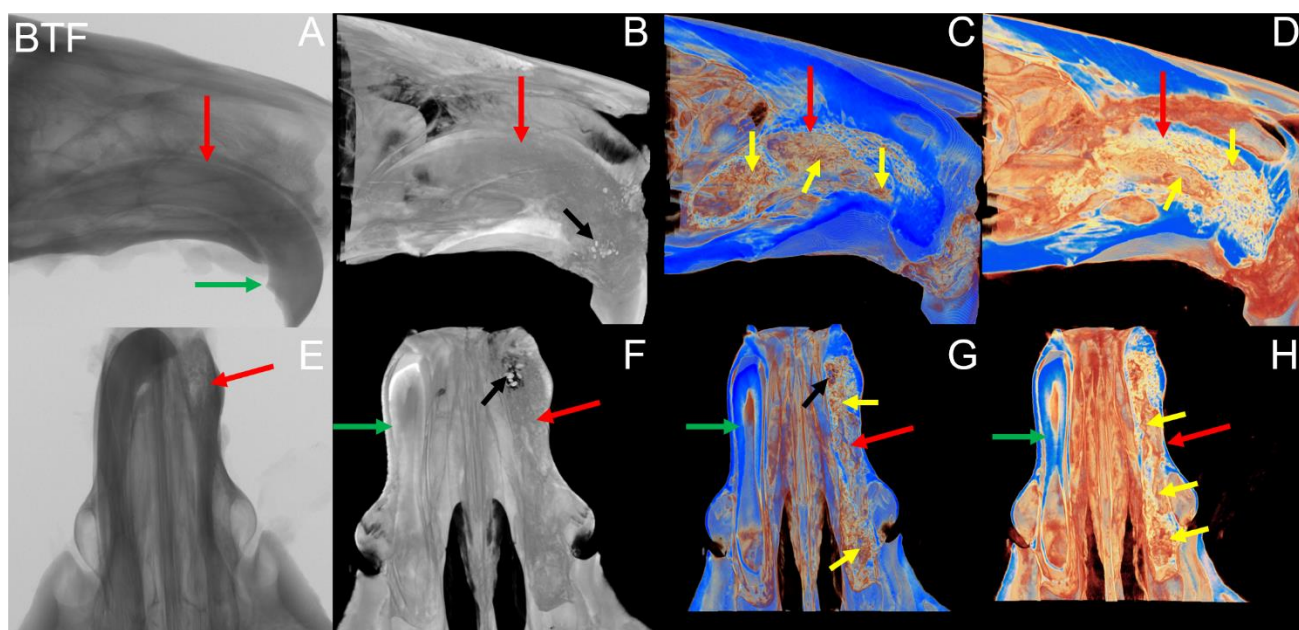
Microtomografia BTF. (A) corte sagital bidimensional; (B) reconstrução sagital 3D, em escala preto e branco, mostrando paredes do alvéolo íntegras e ausência de remanescentes dentários; (C) reconstrução sagital 3D, em escala Blue, onde observa-se áreas mais escuras (setas amarelas), sugestivas de tecido ósseo imaturo, interposto por áreas mais claras, sugestivas de tecido conjuntivo; (D) reconstrução sagital 3D, em escala Trabecular; (E) corte axial bidimensional, mostrando toda área da amostra que foi escaneada; (F) reconstrução axial 3D, escala preto e branco, onde observa-se integridade das paredes do alvéolo; (G) reconstrução axial 3D, escala Blue, em região de terço médio, mostrando preenchimento do alvéolo; (H) reconstrução axial 3D, escala Trabecular, em região de terço médio. Setas vermelhas mostram paredes do alvéolo íntegras; Setas pretas evidenciam remanescentes de biomaterial; Setas amarelas evidenciam áreas com tecido mais denso, sugestivas de tecido ósseo imaturo; Setas verdes mostram incisivo central do lado esquerdo
